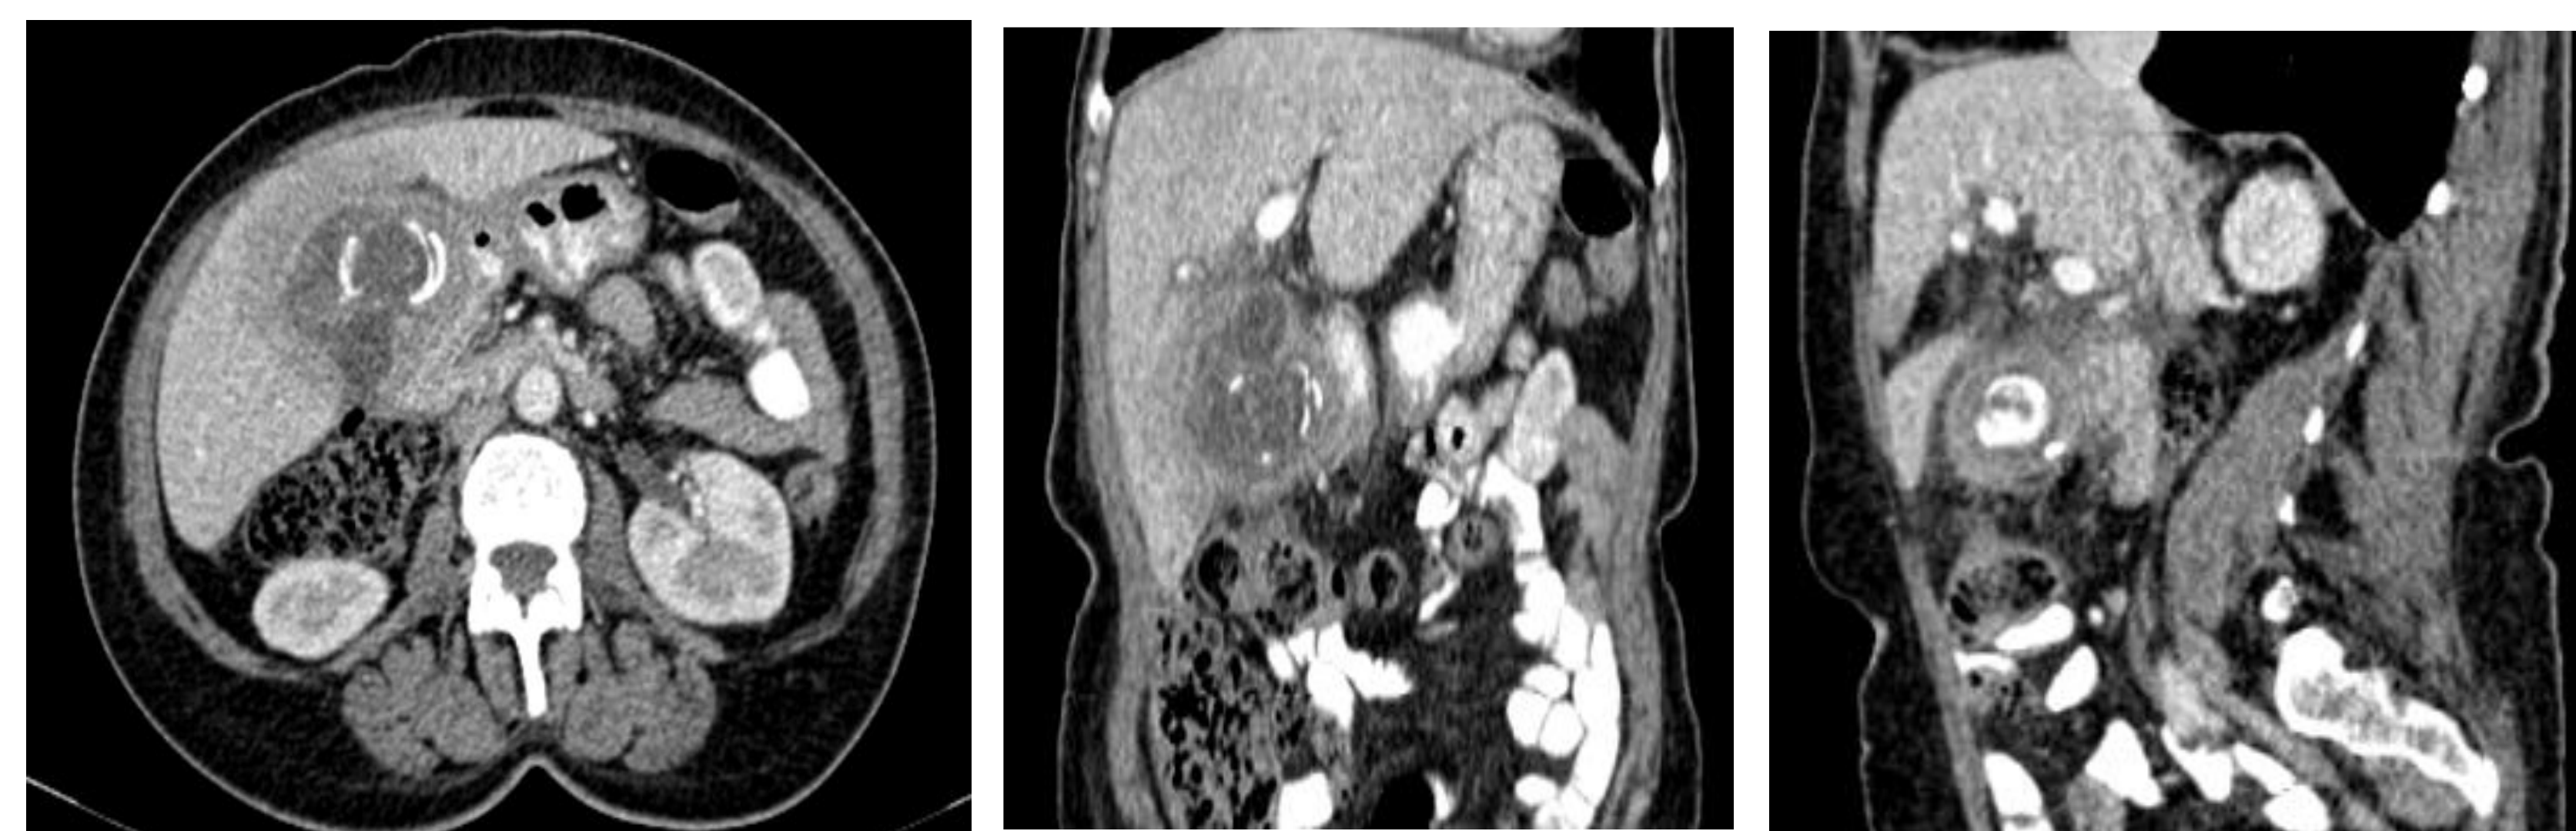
Tomografia de abdome. A: corte transversal evidenciando vesícula biliar de paredes espessas e calcificação central; B: corte coronal mostrando vesícula biliar aumentada; C: corte sagital evidenciando calcificação na região do duodeno.
